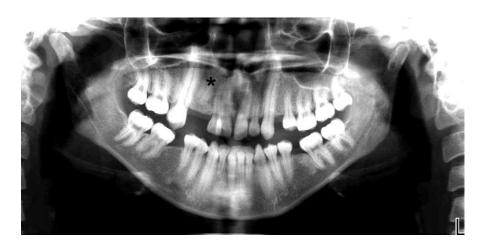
Radiografía panorámica mostrando la radiculomegalia en caninos maxilares y mandibulares en paciente con OFCD ²
